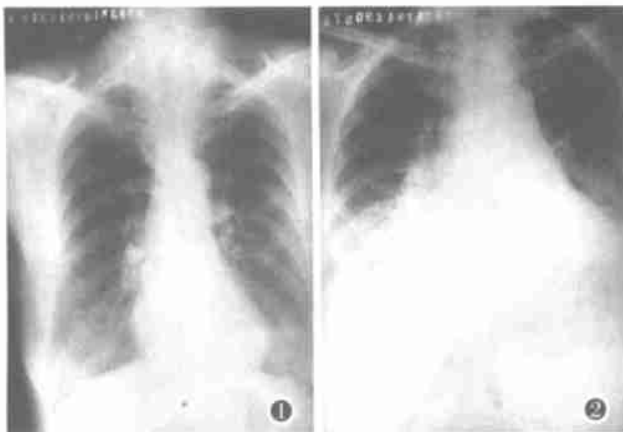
女,46岁。甲心病(中型甲亢)1年,伴阵发性房颤,胸部X线表现轻度肺淤血(两肺静脉干增粗,以右上肺明显),心脏右室大,左房大与肺动脉高压表现。图2 男,50岁。甲心病(重型甲亢)7年,伴快速性房颤,阵发房扑。胸部X线表现,两肺淤血伴间质性肺水肿(间隔线)形成,心脏大、左右室大、左房大、右房稍大与肺动脉高压表现。
